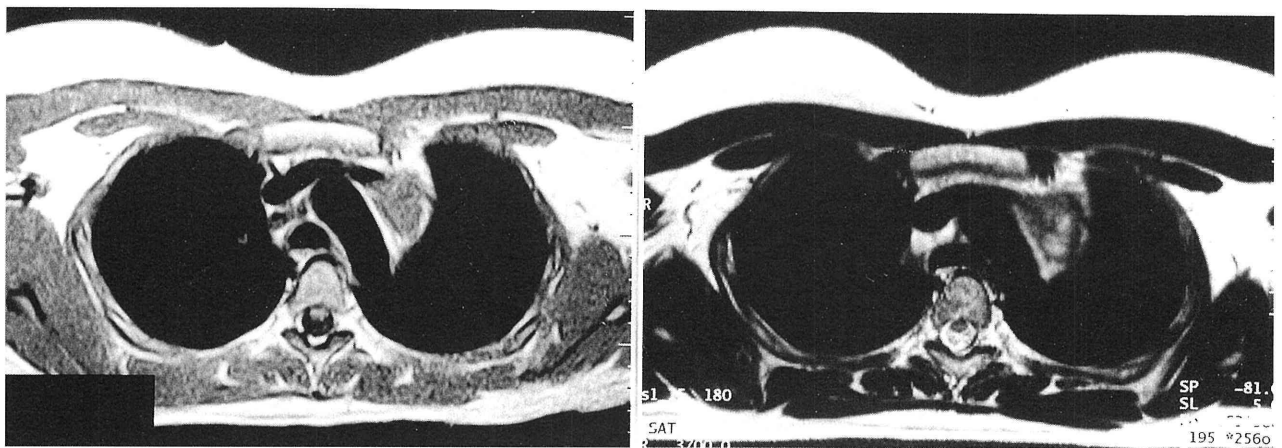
胸部 MRI 像。(左図) T1 強調画像：大動脈弓に接して軟部影を認める。筋肉と同等の信号である。(右図) T2 強調画像：全体に等信号であるが、内部に高信号域を認める。
